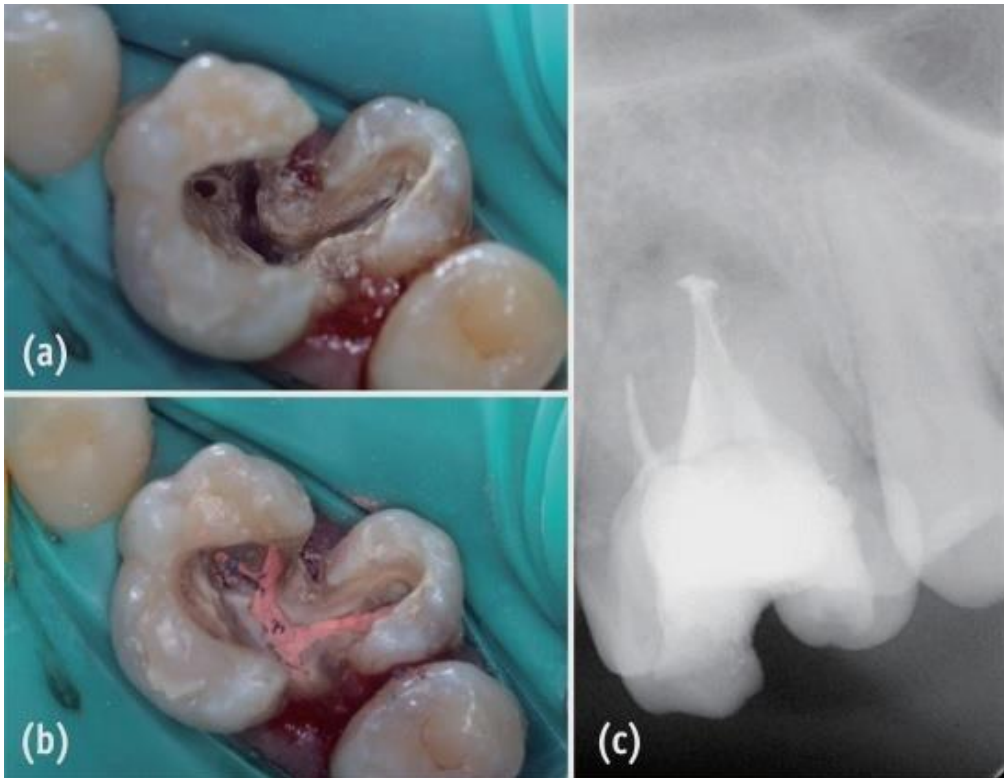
fin du traitement un mois plus tard, a: application du ciment, b: remplissage des canaux avec les systèmes Thermafill et BeeFill, c: radiographie périapicale post-opératoire [14].
